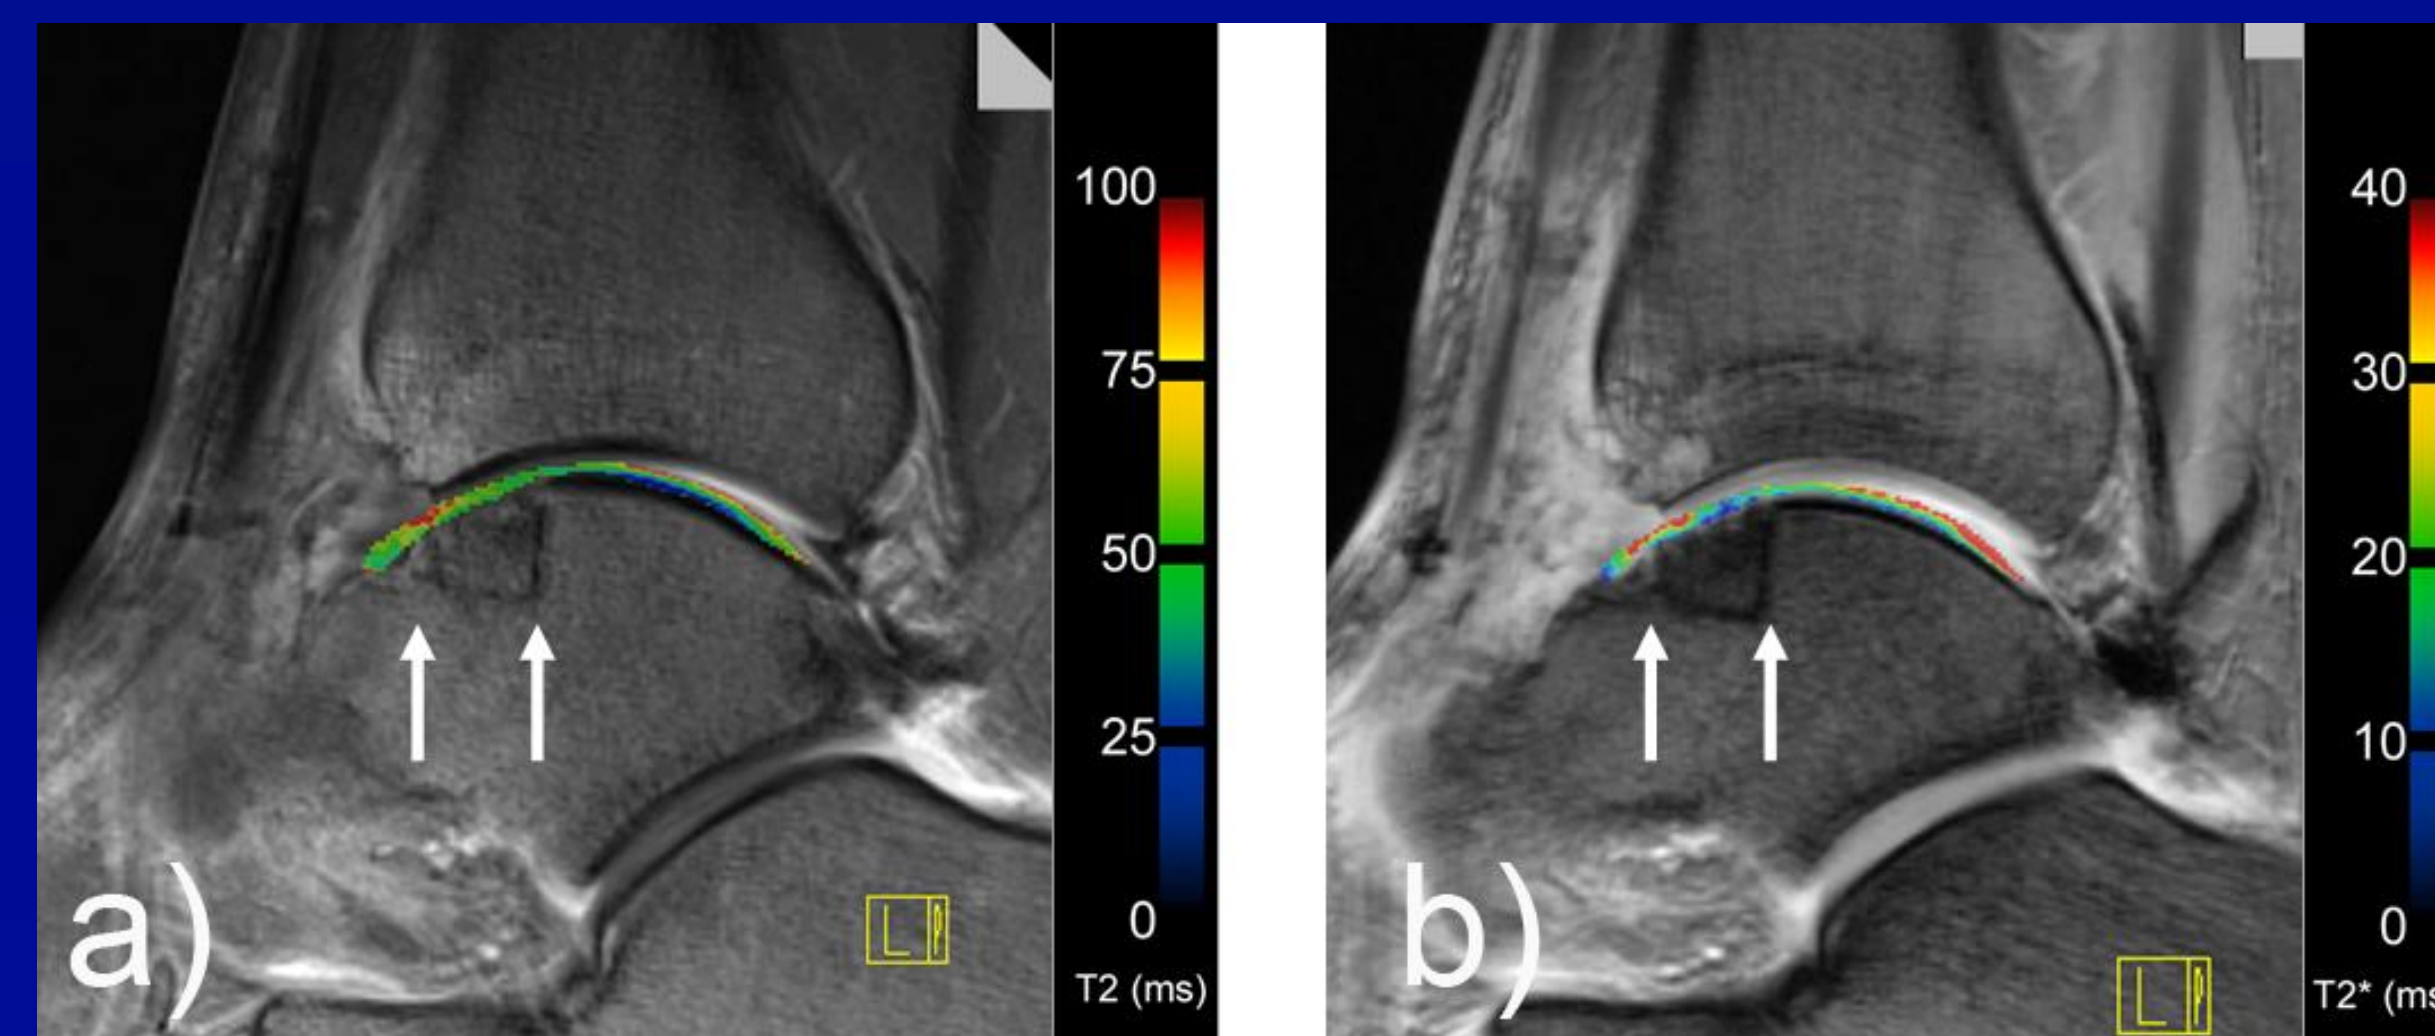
MRT OSG 46 Monate post-operativ: a) T2-Sequenz, b) T2*-Sequenz. Die biochemischen T2- und T2*- Sequenzen zeigen noch eine höhere Hydratation im Transplantat (TX) als im originären Umgebungsknorpel (CAR) [T2: TX 52,4 ms, CAR 43,6ms; T2*: TX 21,2ms, CAR 19,1ms]
